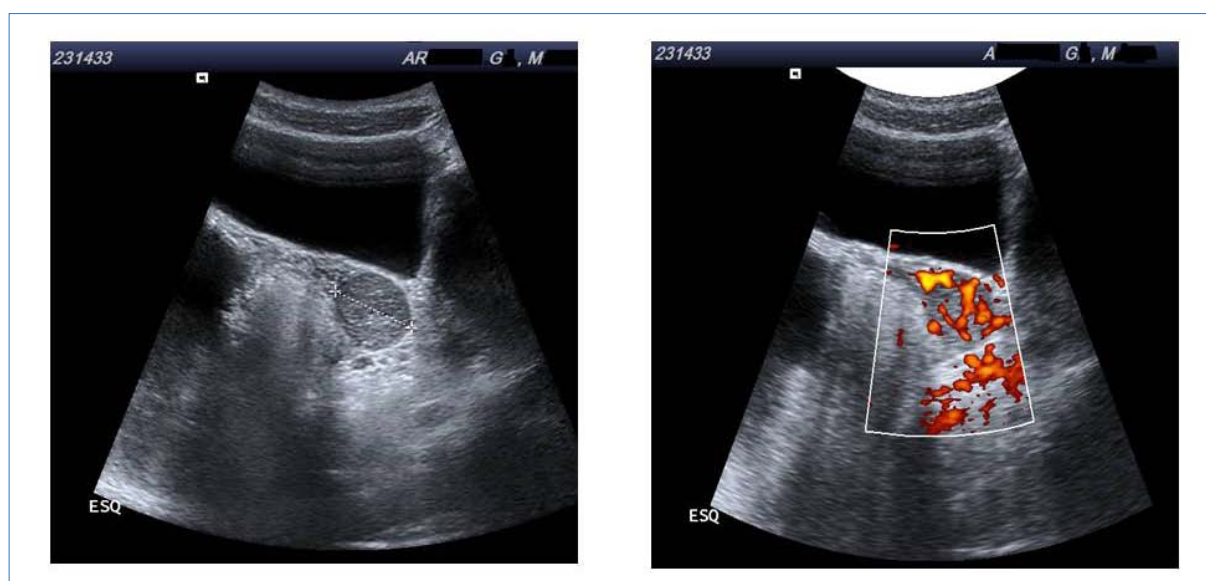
Ecografía pélvica, caso 1.
